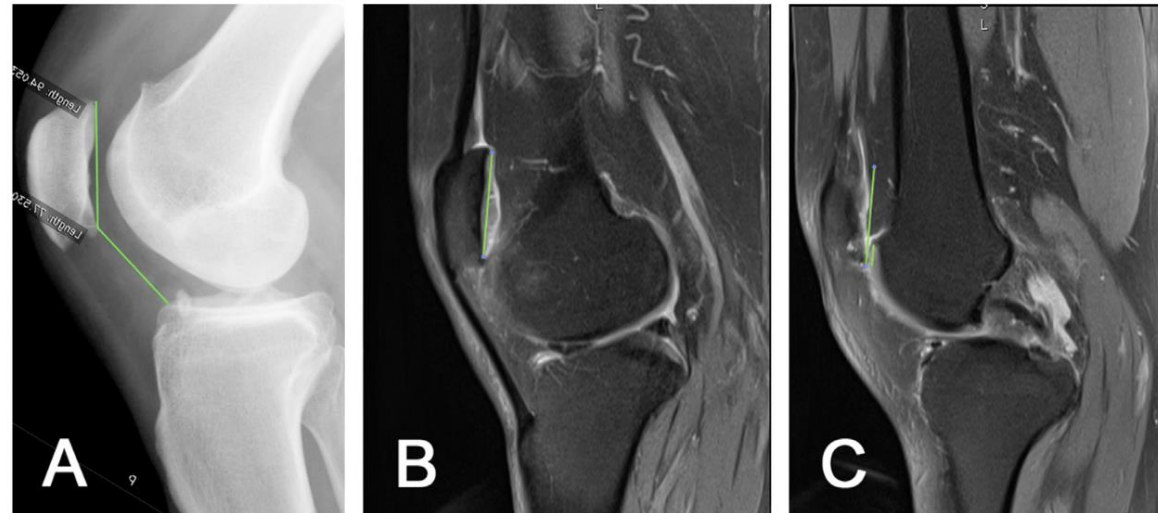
Example of a patient with patellar dislocation and (A) normal patellar in the lateral x-ray (Caton-Deschamps index = 0.81), but (B, C) reduced patellofemoral engagement in the sagittal MRI views (SPE = 0.19).
